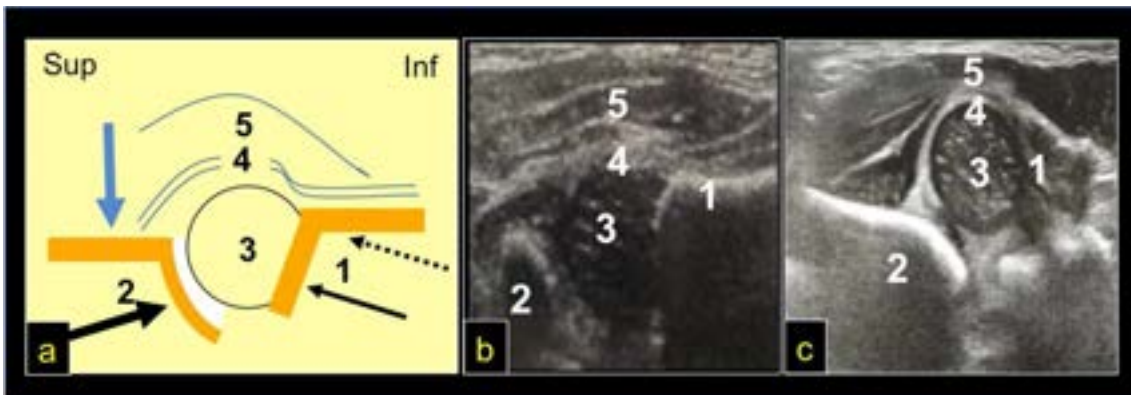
Ecografía de cadera, corte transverso en flexión
